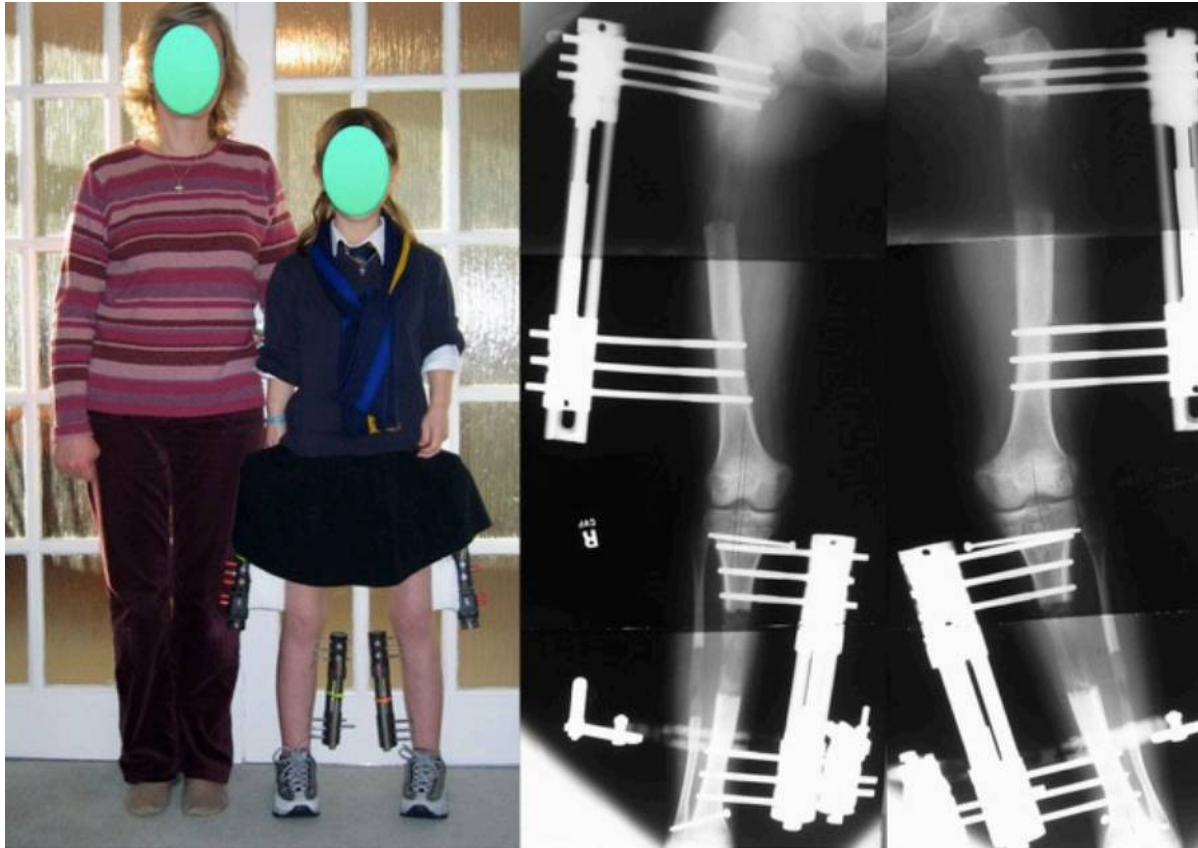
Image d'une fille atteinte d'ACH à côté de sa mère lors de la deuxième des trois opérations d'allongement à 4 segments des membres inférieurs. Les 4 fixateurs monolatéraux sont clairement visibles. La radiographie à droite montre un gain de 8 cm au niveau des fémurs et de 7 cm au niveau du tibia-péroné. (249)
